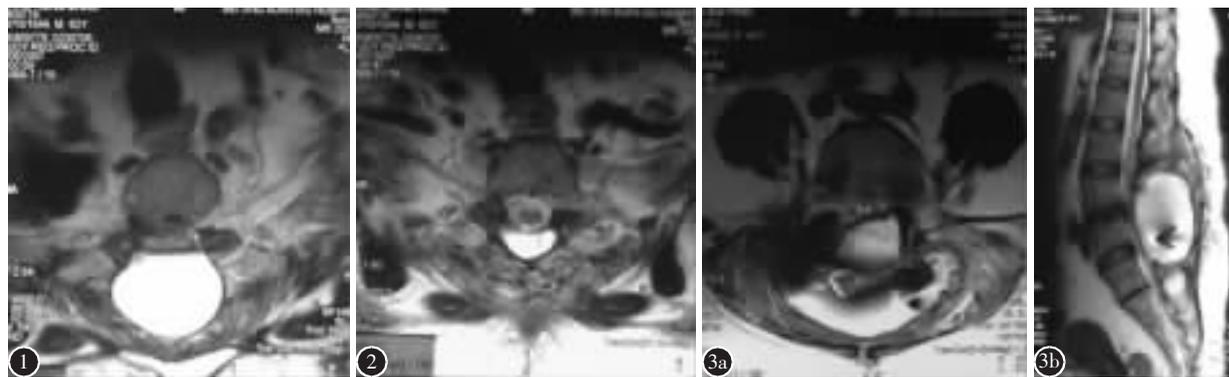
病例 1, 男性, MRI 示脊髓后方巨大囊肿, 脊髓受压明显 图 2 病例 1 经蛛网膜下腔引流 2 周后 MRI 示囊肿明显缩小, 约为原有大小的 15%, 脊髓压迫完全缓解 图 3 病例 2, 女性 a 后路腰椎板切除、椎弓根钉内固定、植骨融合术后出现左侧 L5 神经根受压症状, MRI 轴位扫描示囊肿起于椎管左侧并压迫左侧 L5 神经根 b MRI 矢状位扫描示囊肿为类圆形, 其内可见金属内置物
